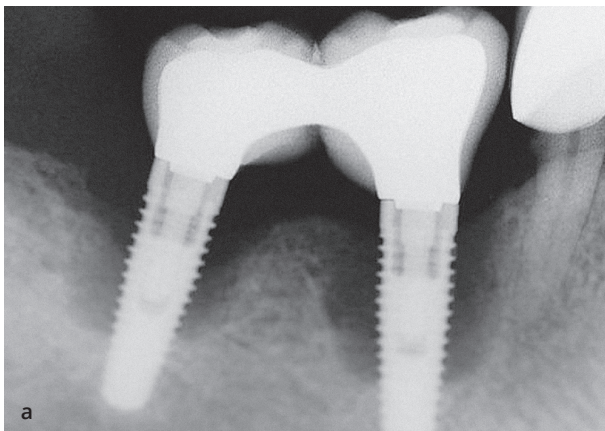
b Рентгенологічні та клінічні зображення періімплантиту. Очевидна втрата кісткової тканини навколо імплантату в четвертому квадранті у пацієнта, який протягом 10 років залишався без підтримувального лікування. Це періімплантит внаслідок накопичення біоплівки.
